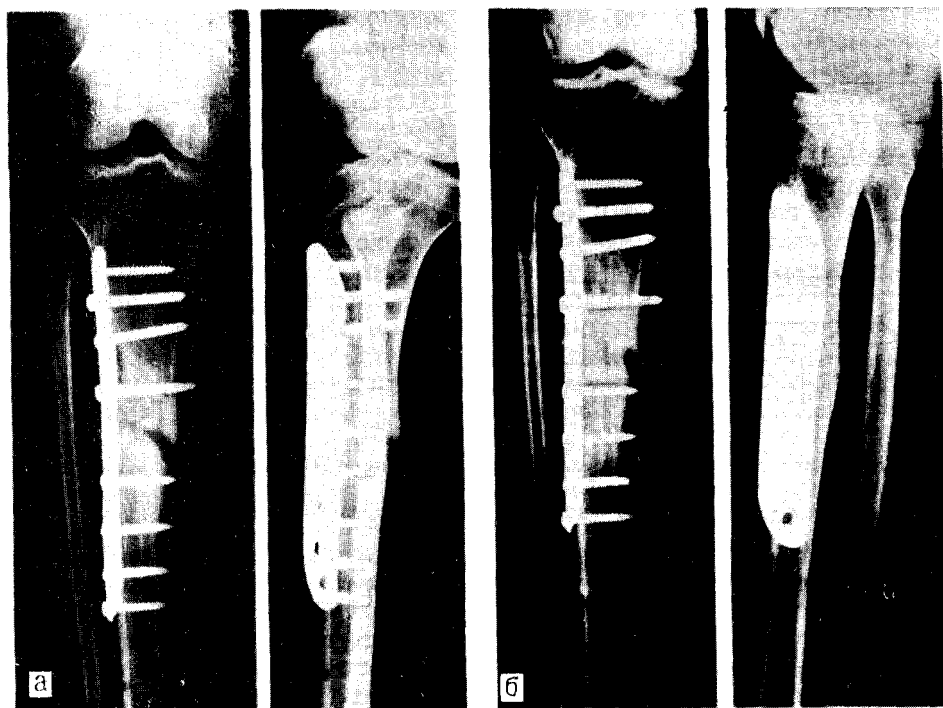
Рентгенограммы больной с тугим ложным суставом большеберцовой кости после остеосинтеза пластинкой Ткаченко (а) и через месяц после электростимуляции остеорепа­рации двухэтапным способом (консолидация отломков большеберцовой кости — б).
